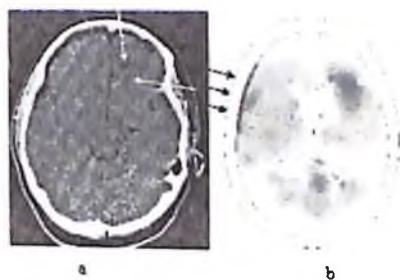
Сравнение расчётной и полученной при томографических исследованиях областей поражения головного мозга.
